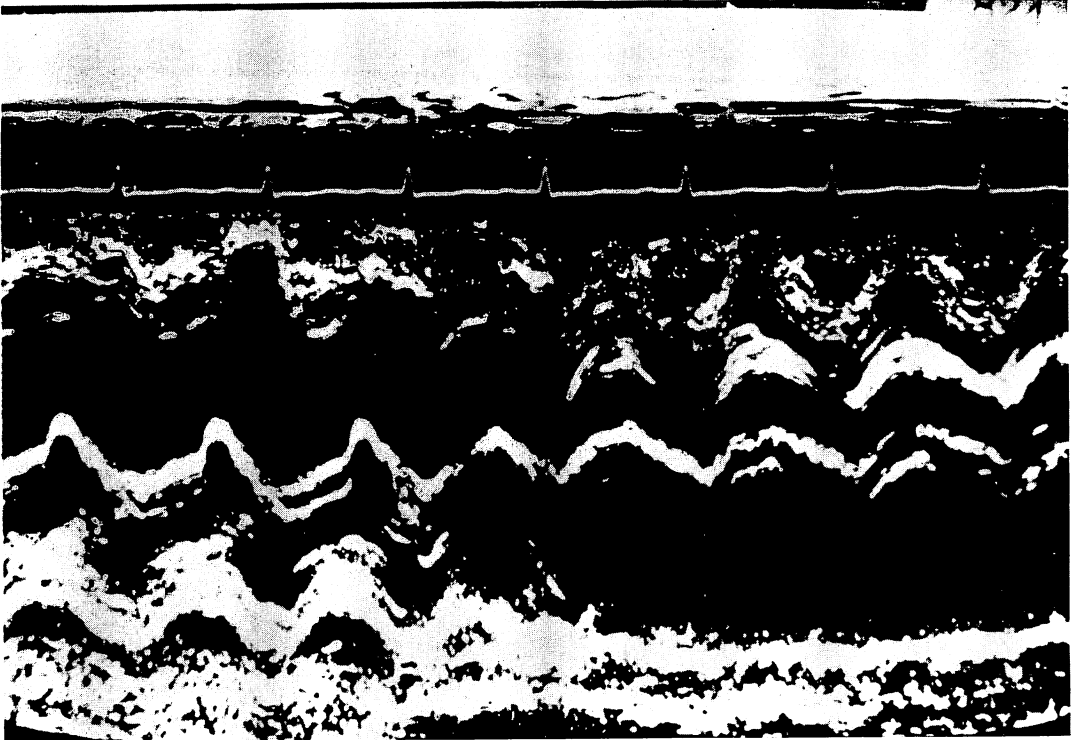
Echocardiographic M-mode scan from a case with aortic insufficiency.
